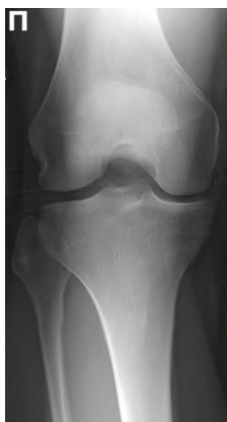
Рентгенограмма правого коленного сустава.
